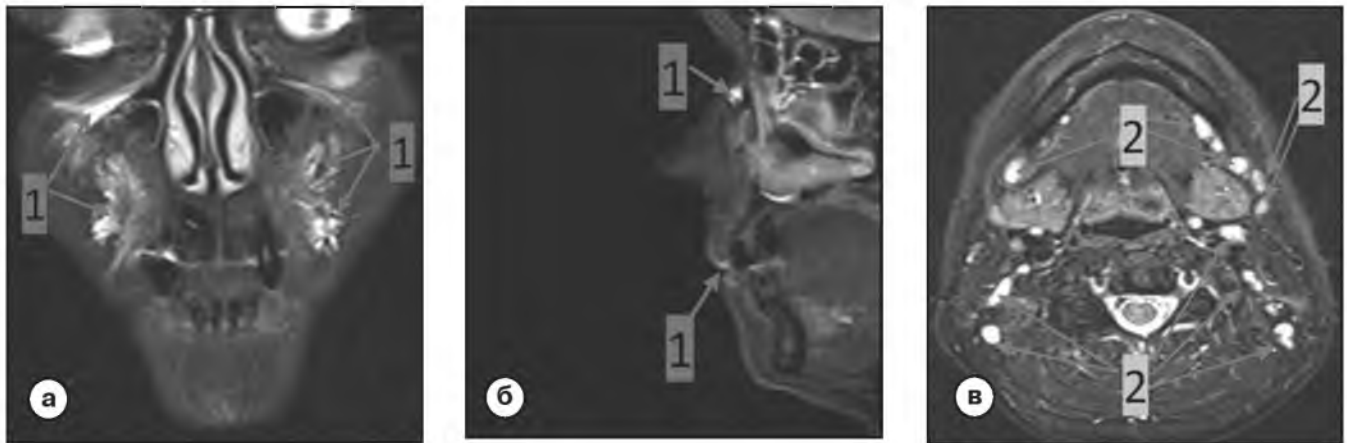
Фрагменты МР-томограмм ЧЛО в нативном виде во фронтальной проекции на уровне носогубных складок (а), сагиттальной - на уровне медиального угла глаза (б), аксиальной - на уровне поднижнечелюстных лимфатических узлов (в).
